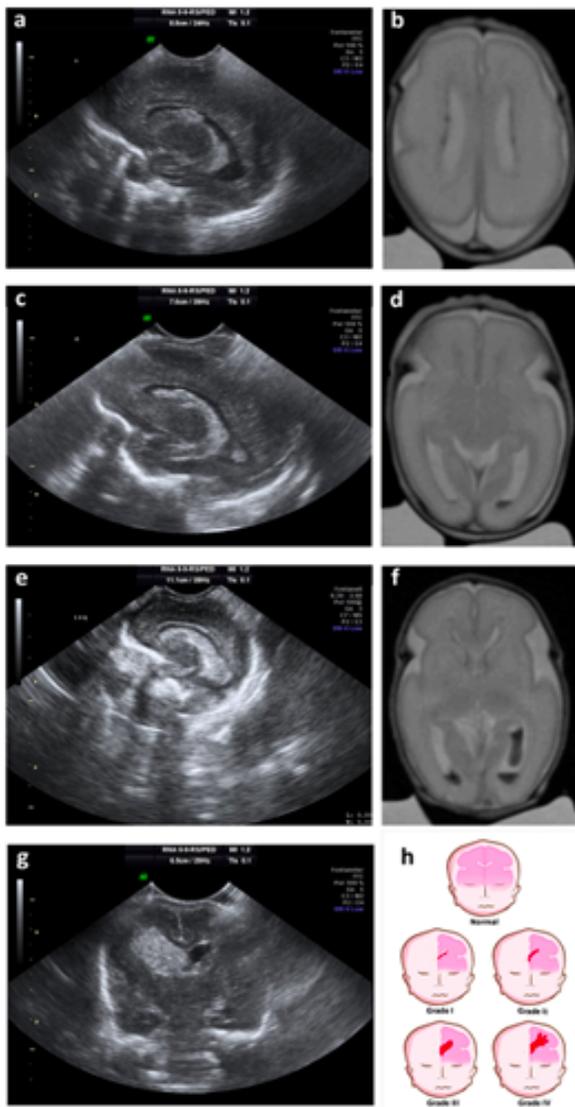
Tomada de 1 ultrasonido y resonancia magnética que muestran los diversos grados de hemorragia.
